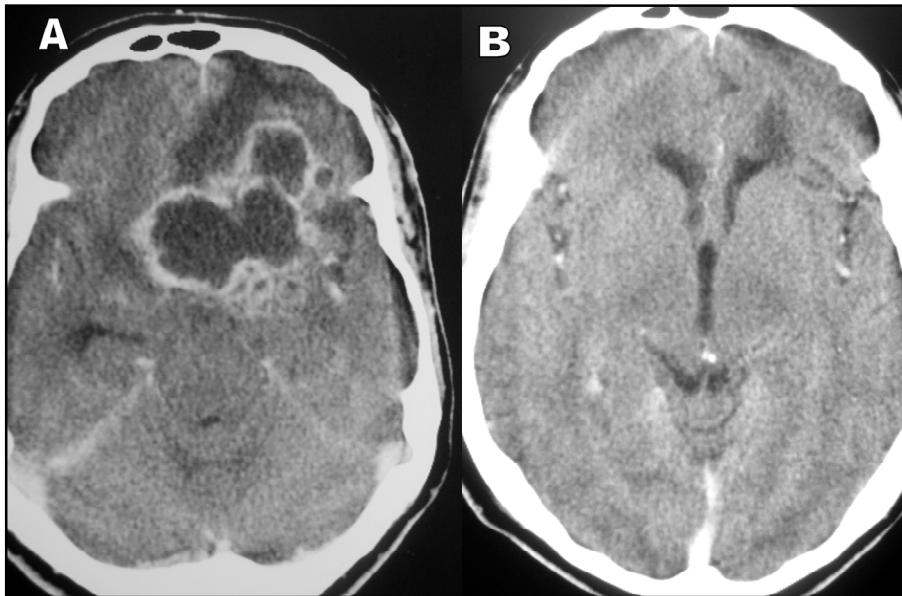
TC de crânio de paciente tratado de PCM no SNC, forma granulomatosa. A) Corte axial, com contraste; B) Após dois anos de tratamento.
